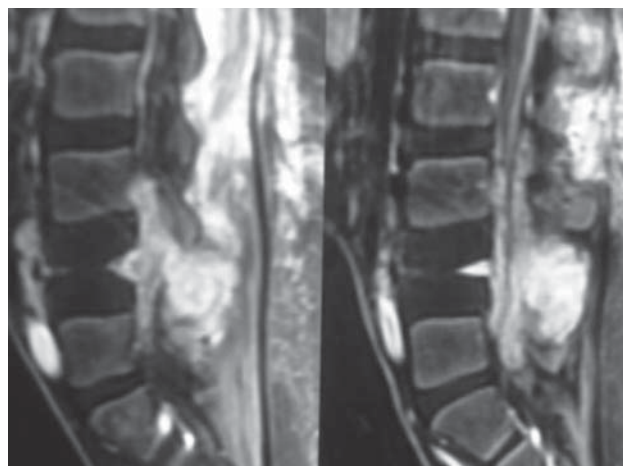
RM en la que se observa invasión del tumor a las estructuras posteriores y al canal medular.
